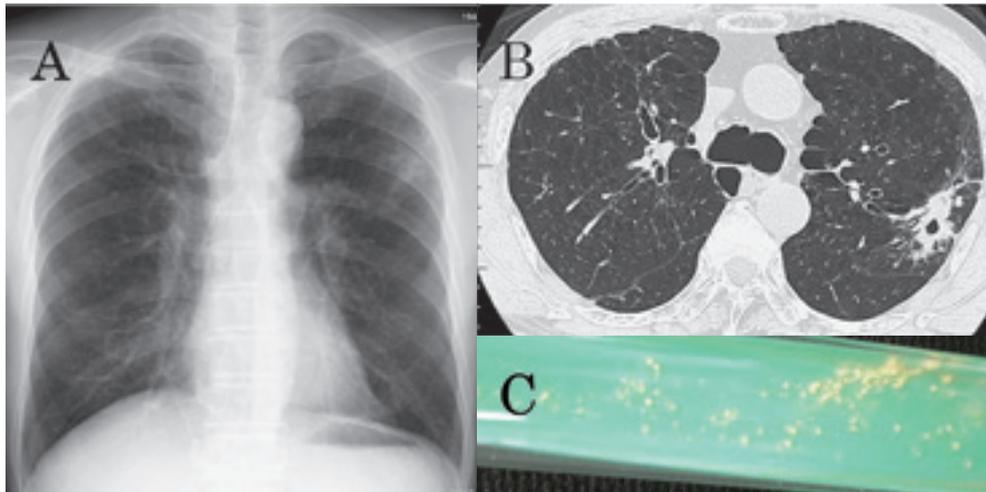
Chest X-P & CT on admission. (A) A chest radiograph showing a small infiltrative shadow in the left upper lung field. (B) Chest CT scan showing infiltrative shadow with a cavity, emphysematous changes and bronchodilations in whole bilateral lung field. (c) 7 day's culture of sputum. Non pigmented rapidly growing mycobacteria produced colonies on 2% Ogawa culture medium.
